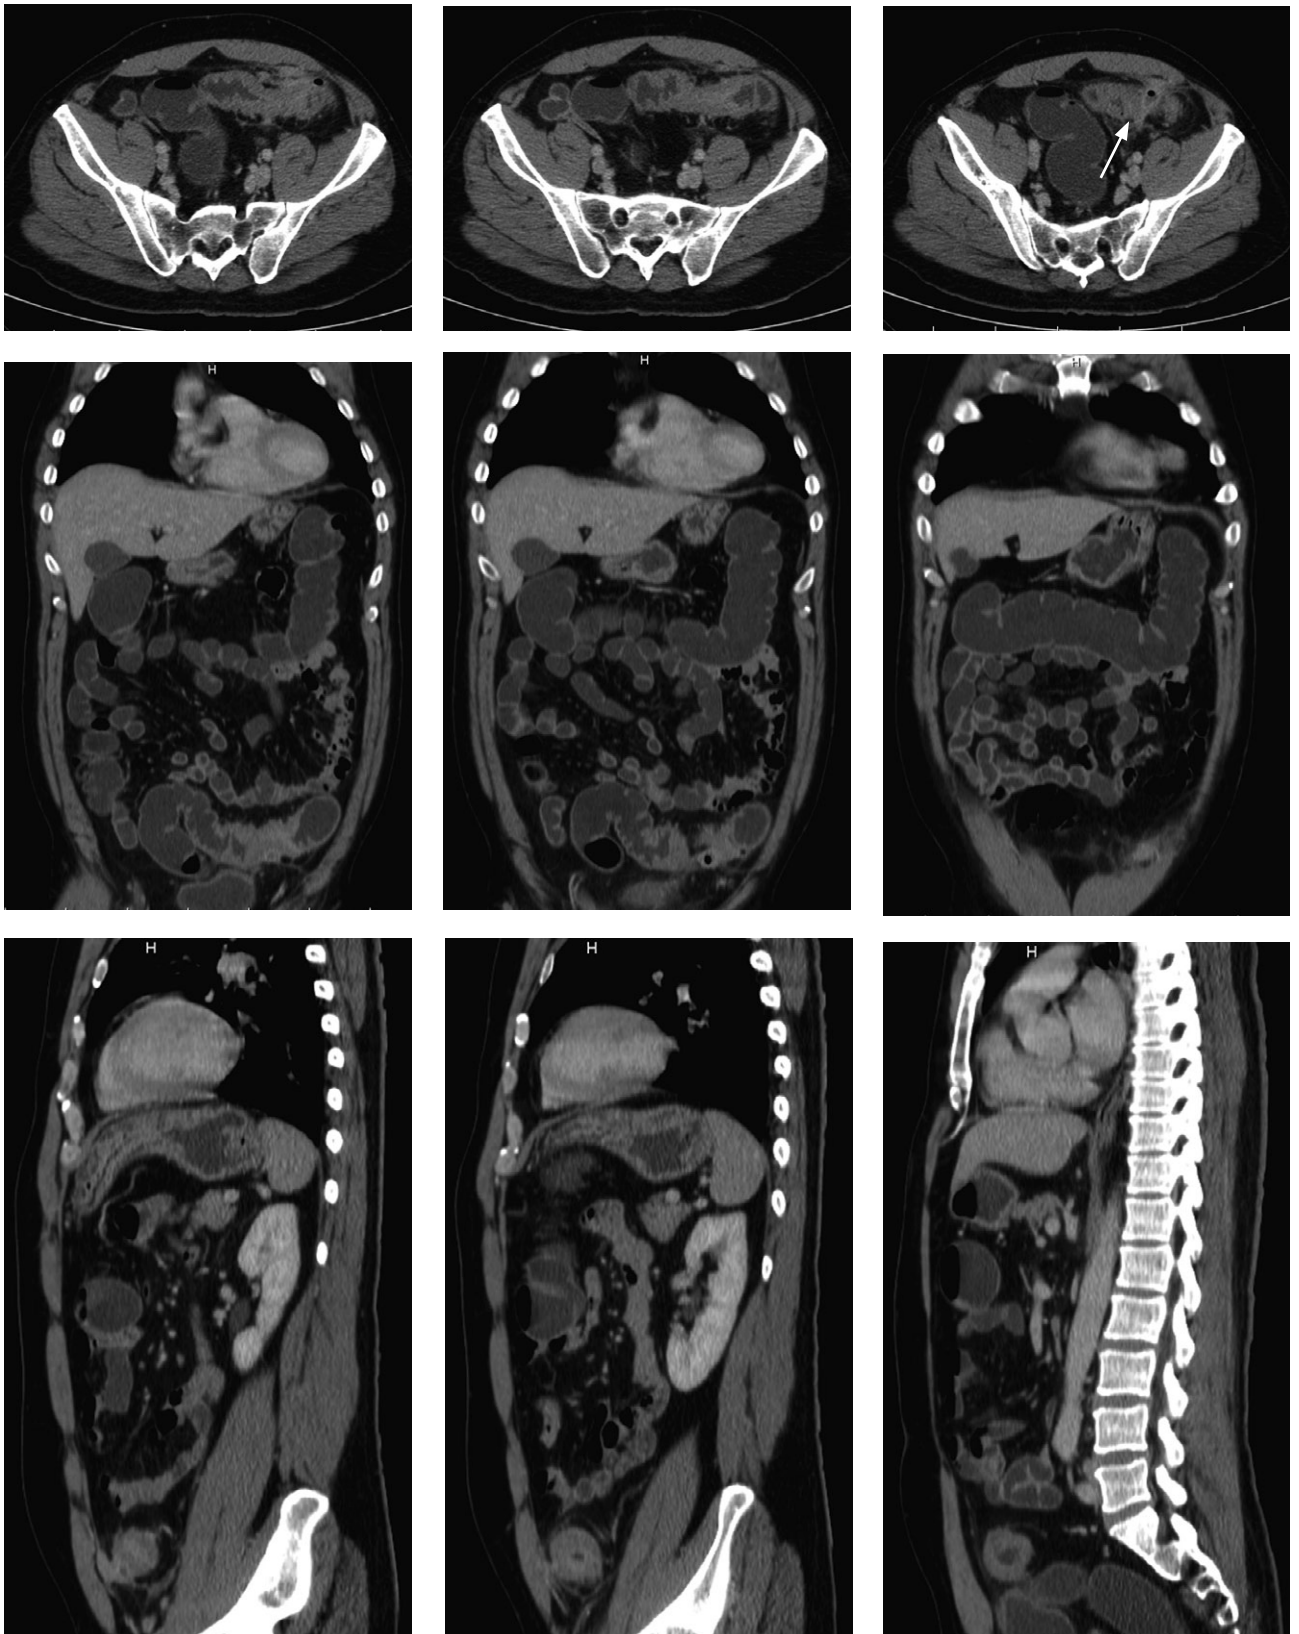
CT virtuálna kolonoskopia – divertikle.
